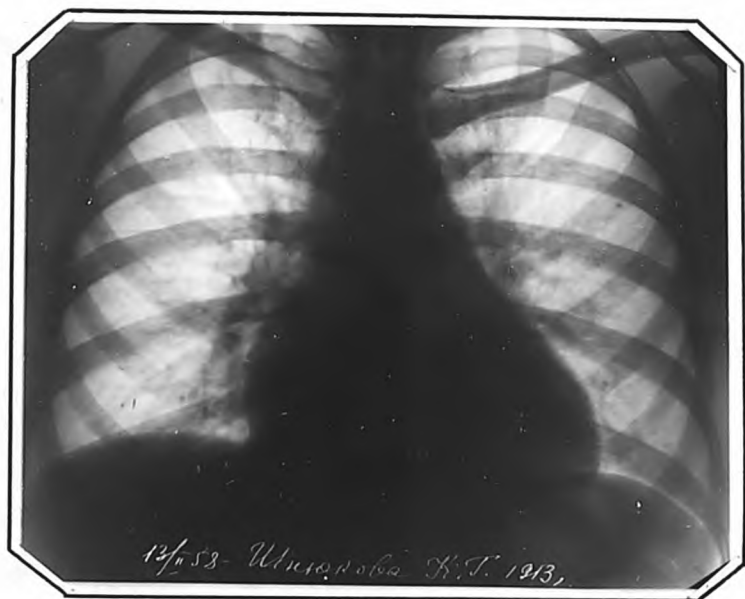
Рентгенограмма т.Ш., от 13.П.1958 г.
